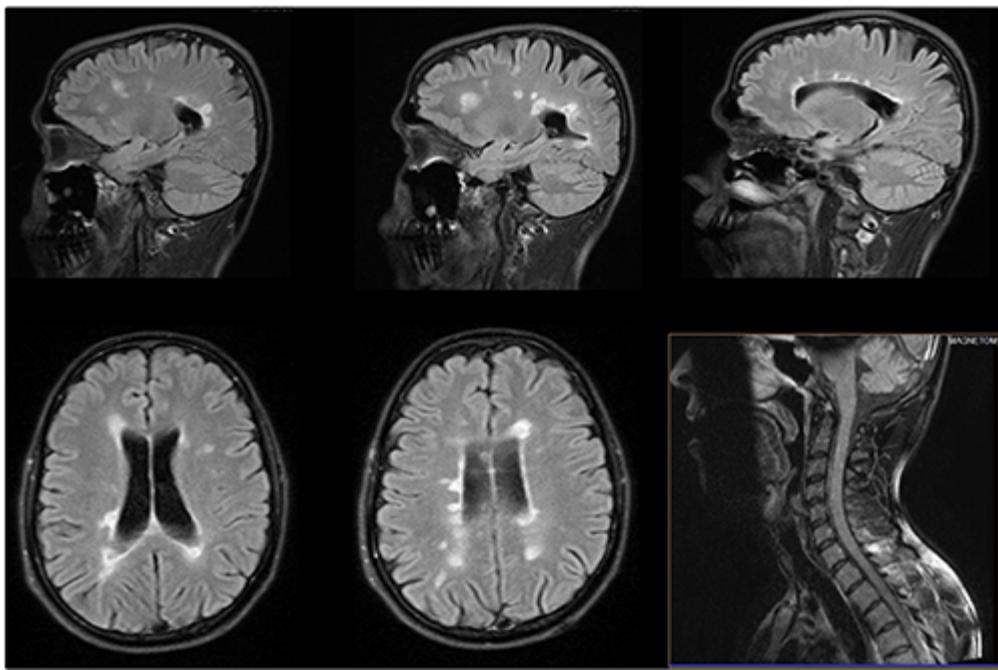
Resonancia magnética cerebral con Gadolineo en secuencia T2-Flair. Se evidencian focos hiperintensos periventriculares, dedos de Dawson, y a nivel de mesencéfalo que tienden a confluir, con restricción a la difusión. Signos de leucoaraiosis de aspecto desmielinizante con actividad en sustancia blanca profunda izquierda.
